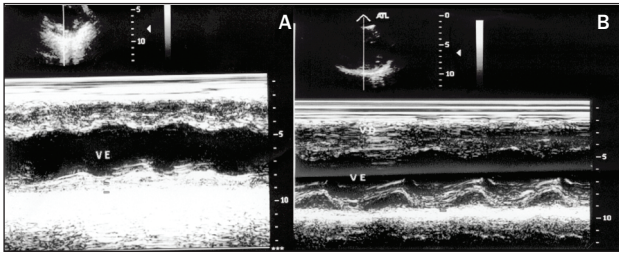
A: ecocardiograma modo-M mostrando redução da contratilidade; B: reversão completa da disfunção após infusão de drotrecogina  $\alpha$ .
